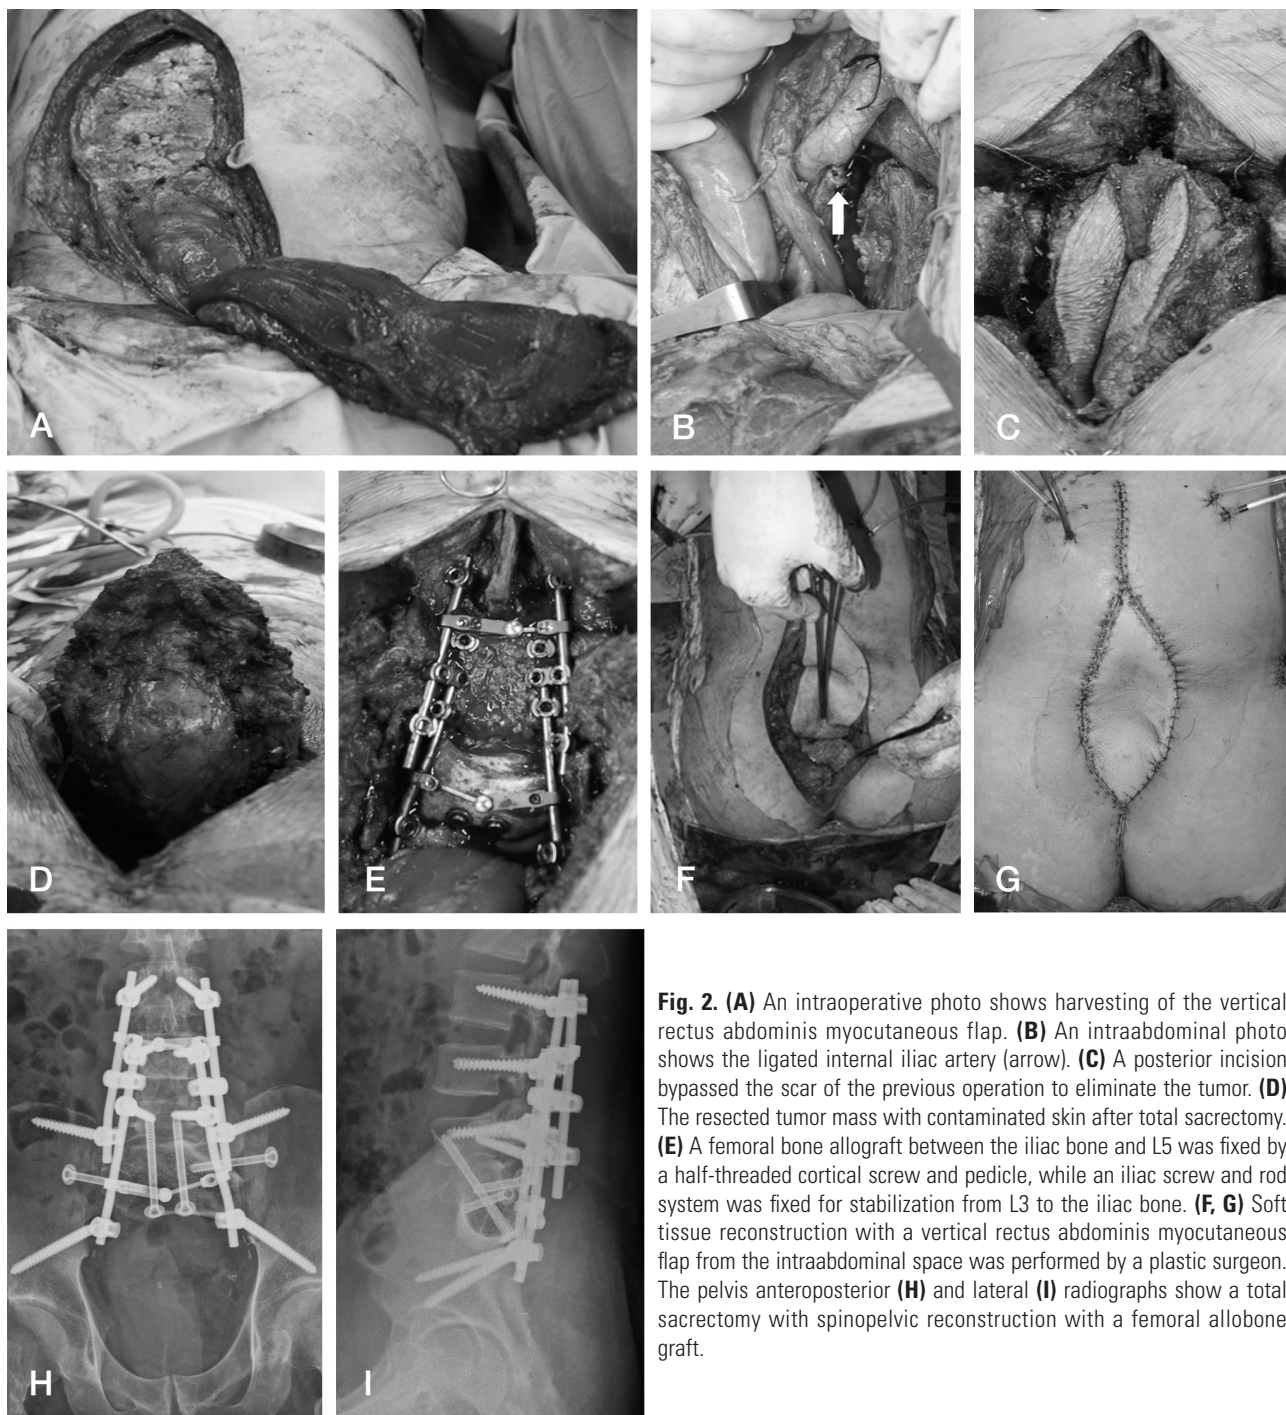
(A) An intraoperative photo shows harvesting of the vertical rectus abdominis myocutaneous flap. (B) An intraabdominal photo shows the ligated internal iliac artery (arrow). (C) A posterior incision bypassed the scar of the previous operation to eliminate the tumor. (D) The resected tumor mass with contaminated skin after total sacrectomy. (E) A femoral bone allograft between the iliac bone and L5 was fixed by a half-threaded cortical screw and pedicle, while an iliac screw and rod system was fixed for stabilization from L3 to the iliac bone. (F, G) Soft tissue reconstruction with a vertical rectus abdominis myocutaneous flap from the intraabdominal space was performed by a plastic surgeon. The pelvis anteroposterior (H) and lateral (I) radiographs show a total sacrectomy with spinopelvic reconstruction with a femoral allograft.
